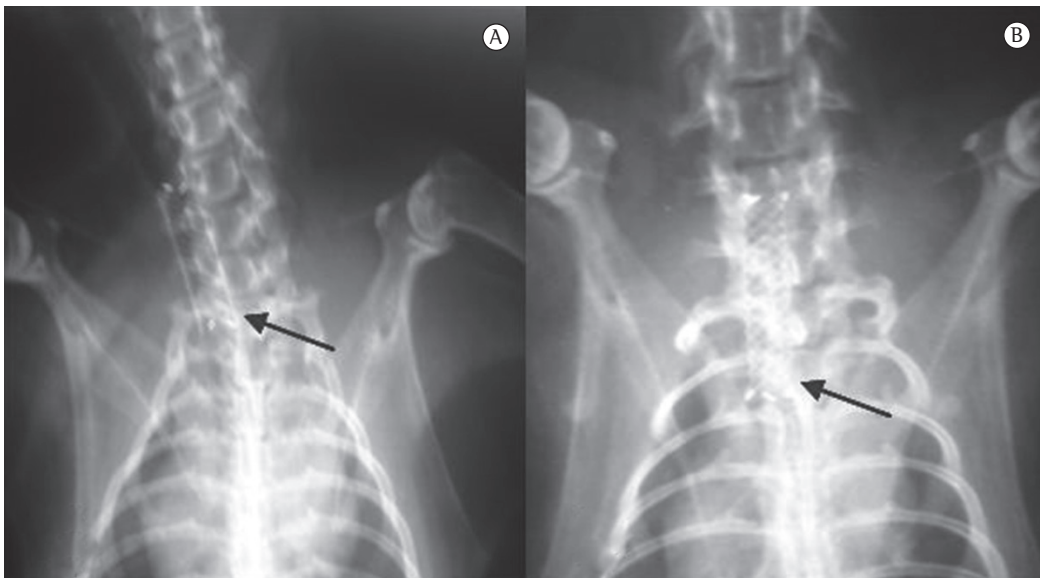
Radiografia cervicotorácica de coelho no momento da liberação (em A) e em 30 dias após a aplicação da endoprótese (em B). Observar o deslocamento caudal da endoprótese na comparação das radiografias.
